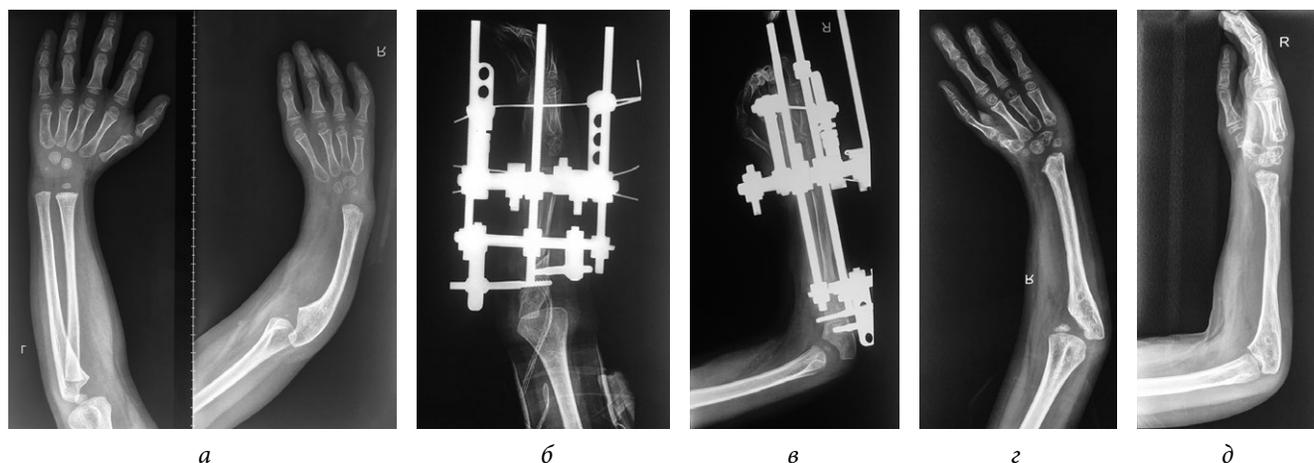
Рентгенограмма верхней конечности пациента П., 5 лет, до удлинения локтевой кости (а), после выполнения остеотомии (б), в конце периода фиксации (в) и через 3 года (г, д)
